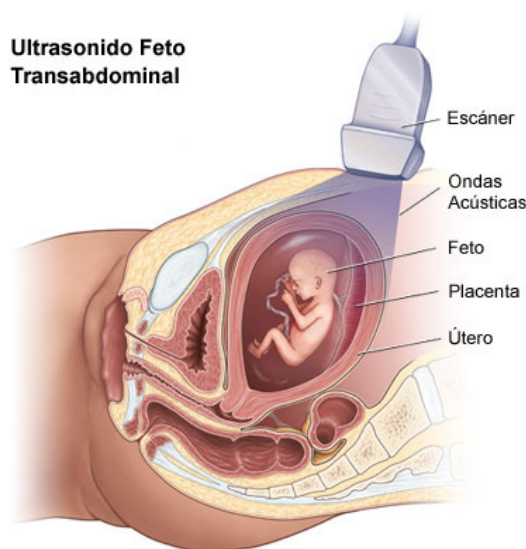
Ultrasonido Fetal. Fuente: Evaluación del primer trimestre. Tomada en febrero 2010. Disponible en: <http://www.childrenscentralcal.org/Espanol/HealthS/P05571/P05610/Pages/P08569.aspx>
